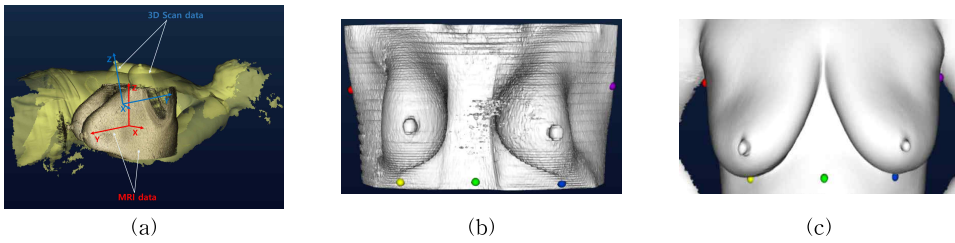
3D model registration: (a) Coordinate systems for M_{MRI} and M_{scan} , (b) Landmarks for M_{MRI} , (c) Landmarks for M_{scan} .
